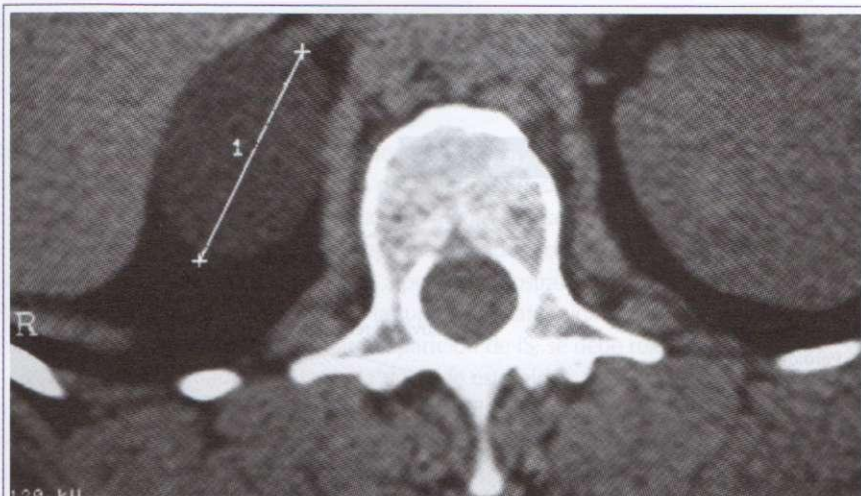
TC abdominal que muestra un aldosteronoma o síndrome de Conn
